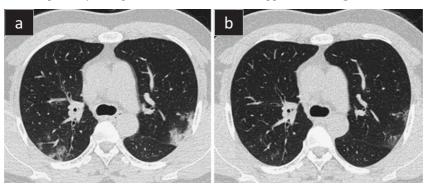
CT image change of case3
